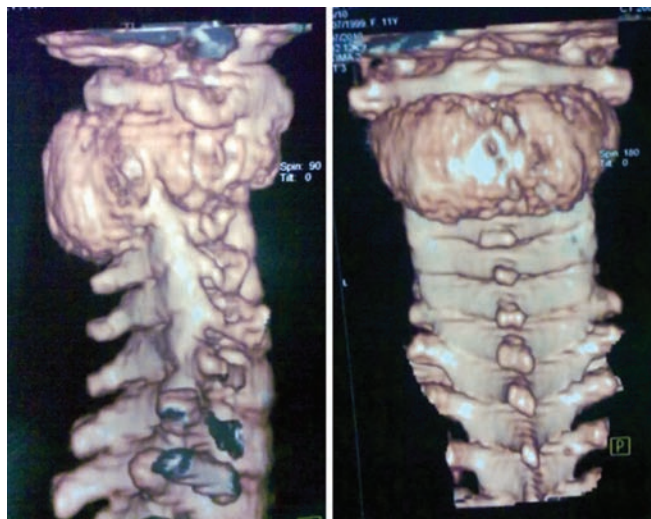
Tomografía Axial Computarizada con reconstrucción ósea.
